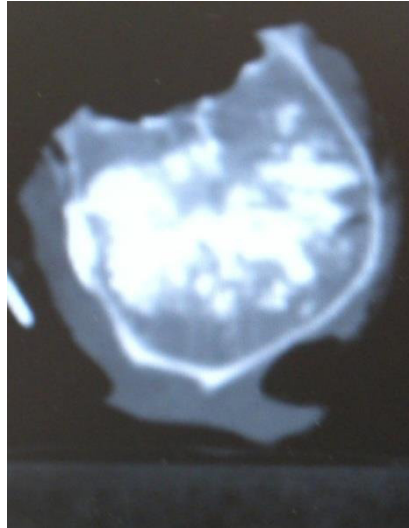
Brustwirbelkörper 12 nach Vertebroplastie unter CT-Durchleuchtung (axiale Schnittführung); regelrechte Zementverteilung im Bereich der gesamten Querschnittsfläche des Wirbelkörpers
